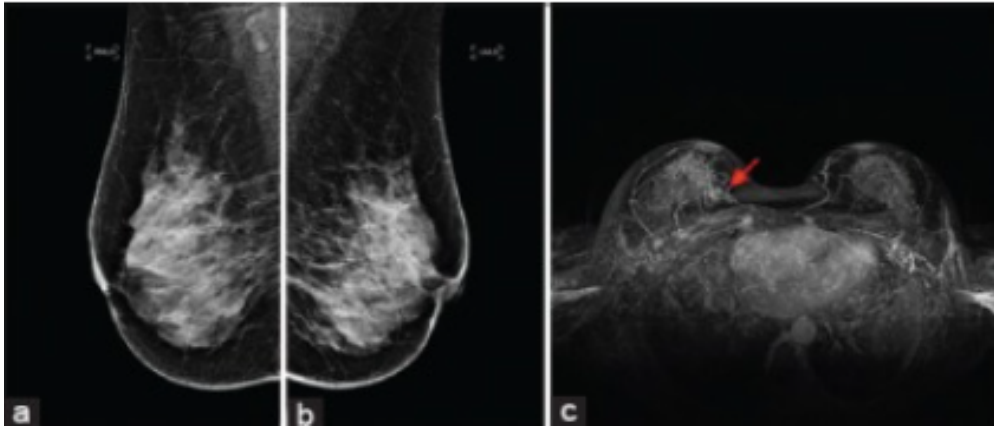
Paciente de 54 anos de idade. Mamografia digital, oblíqua medial lateral mama direita (a) e mama esquerda (b) classificada como BI-RADS 1. RM de mama (c) duas lesões na mama direita com realce inicial lento e curva *wash-out*, classificada como BI-RADS 5⁽³⁶⁾.
